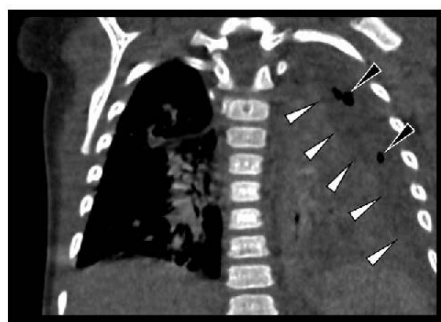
Patient 4 at admission. Coronal CT of the chest. Lobar pneumonia of the left lung. Small arrows: border of pleural empyema with gas inclusions (small black arrows). CT = computed tomography.
